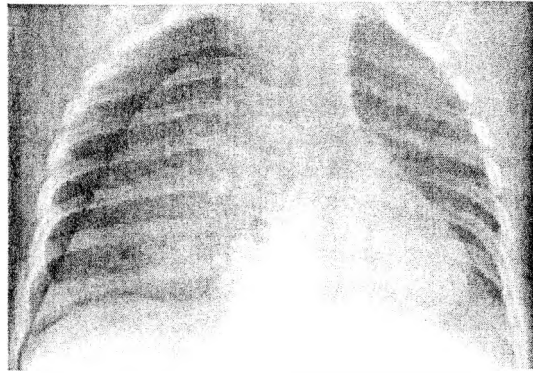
Рентгенологічна картина лівобічного напруженого пневмотораксу у хворій септичною формою ГГО. Хворий К., 3 міс., № історії хвороби 1660.
